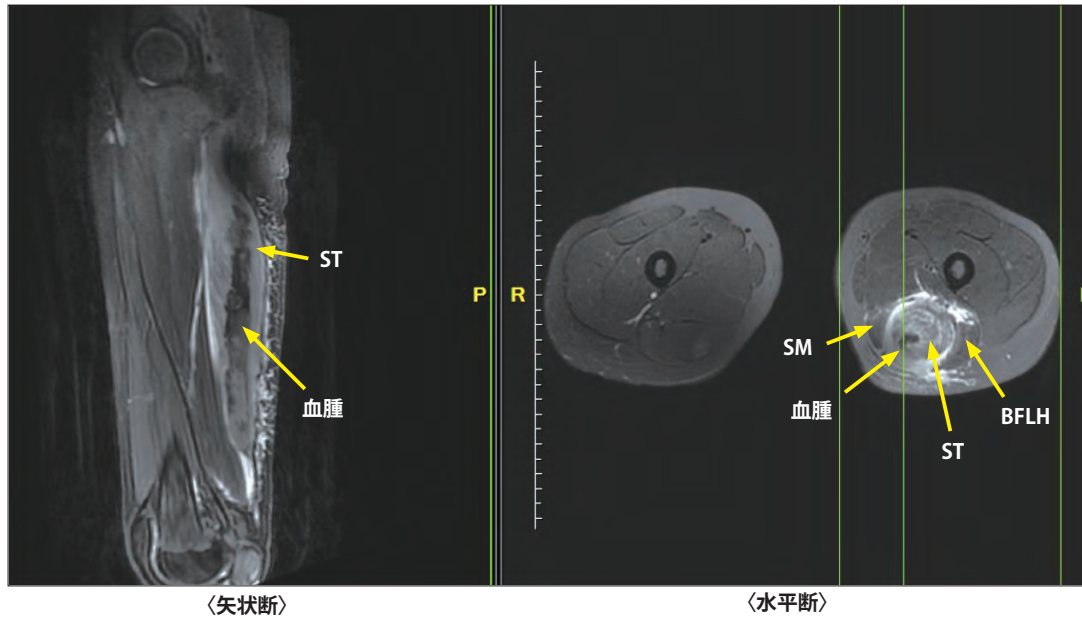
ST遠位筋腱移行部損傷MRI (T2強調脂肪抑制像, 仰臥位, 典型例①)
